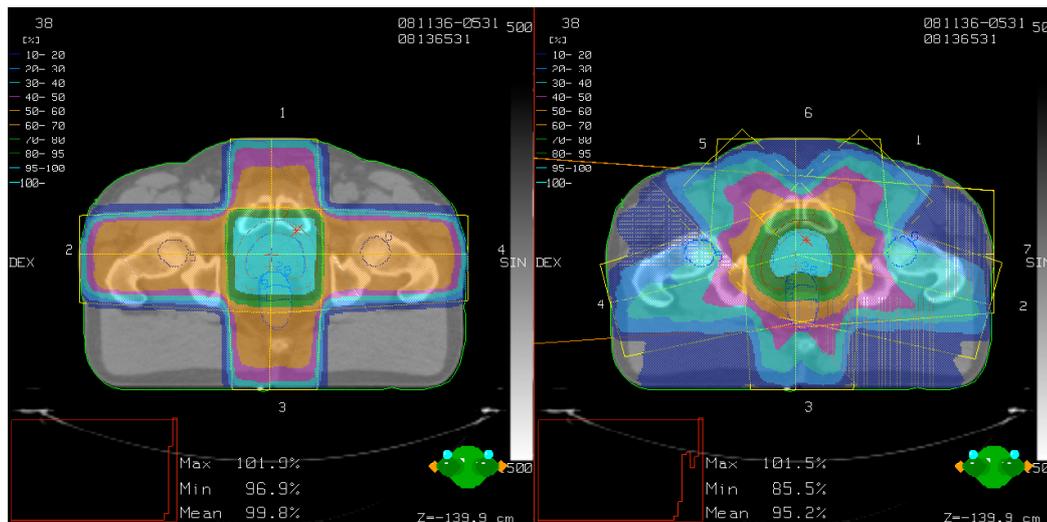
Beispiel eines Planungs-CT für 3D-CRT bzw. IMRT mit farbiger Darstellung der Zielvolumina.
